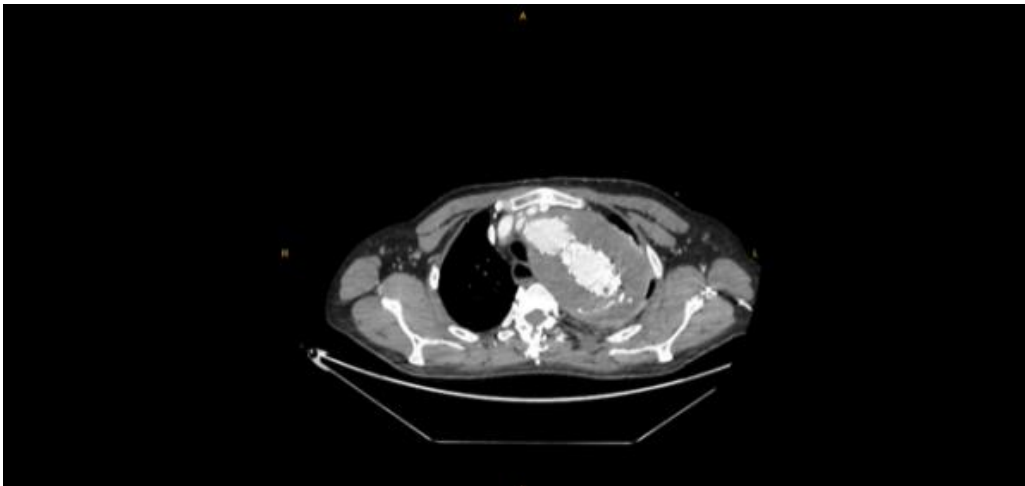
Resim Açıklaması: 1. Vakanın preoperatif 3D BT görüntüsü
